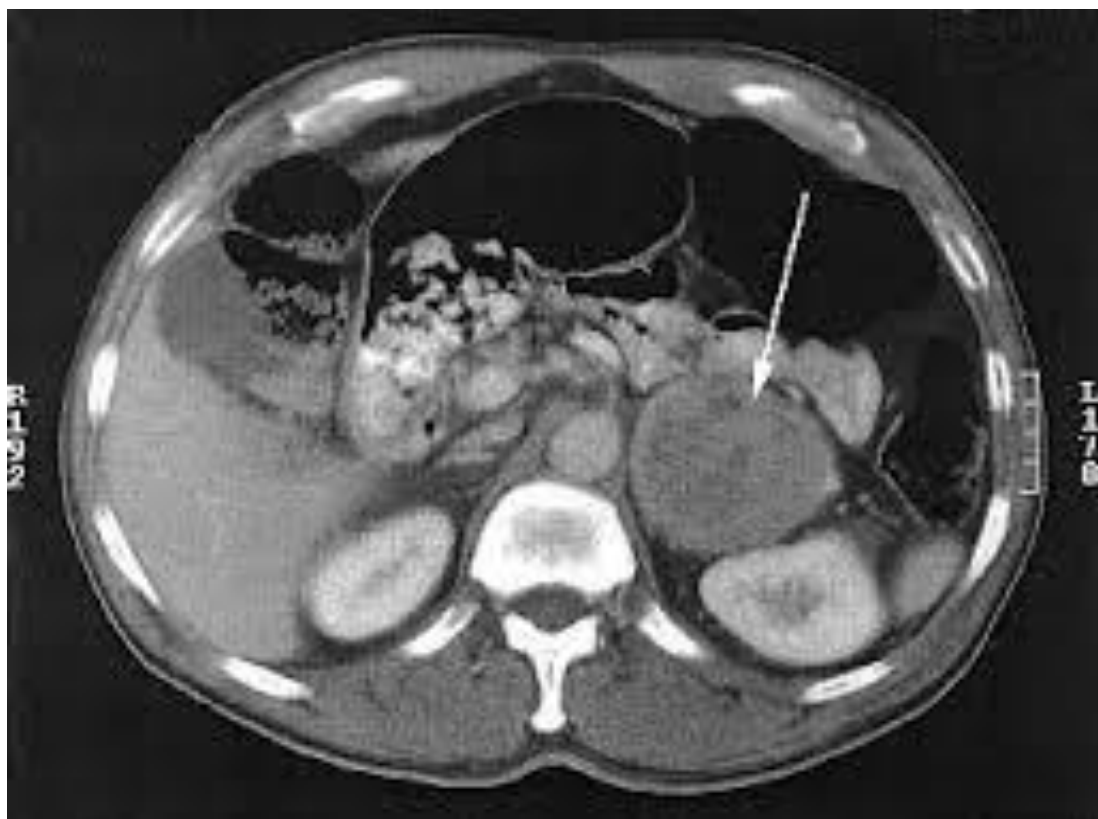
МСКТ - феохромоцитома справа.
